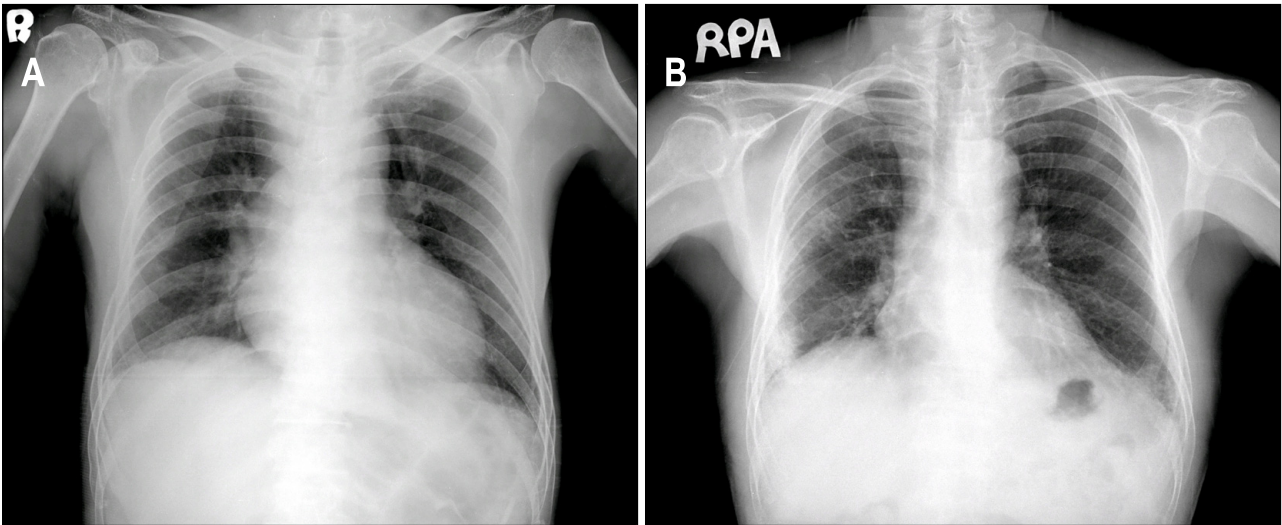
Chest x-ray. (A) On admission, chest x-ray showed lung without specific infiltration. (B) After 9th cycle of chemotherapy, reticulonodular infiltration was observed on both lower lung field.
